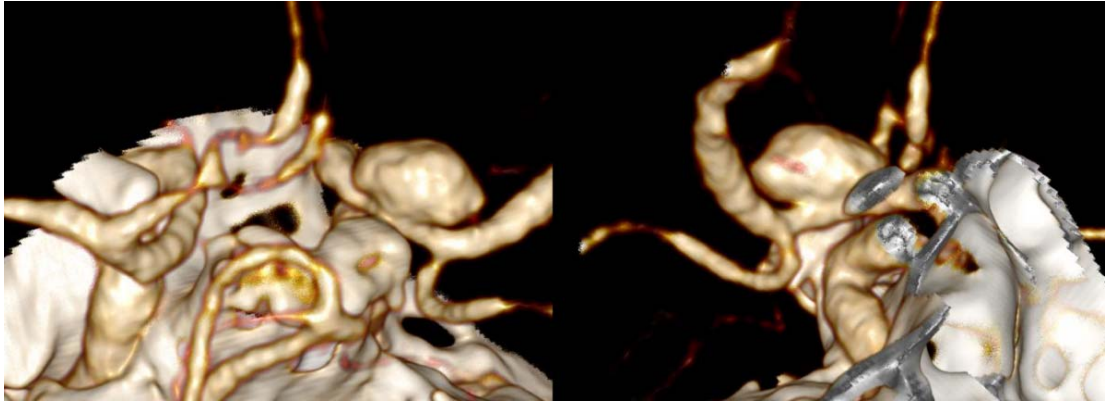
Пациент С., 46 лет. СКТ-АГ сосудов головного мозга от 14.02.2019: аневризма супраклиноидного сегмента правой ВСА с широкой шейкой (вид сзади и сбоку)
